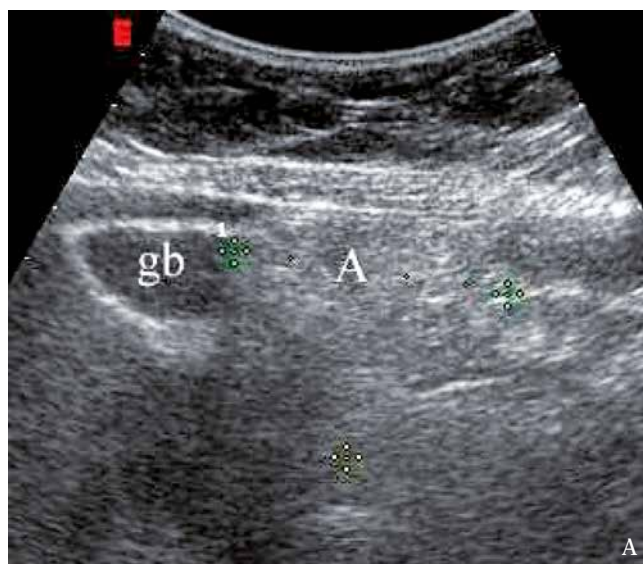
A. Rare location of epiploic appendagitis on the transverse colon (A) in the vicinity of the gall bladder (GB). B. The same case in a computed tomography scan (arrows).
